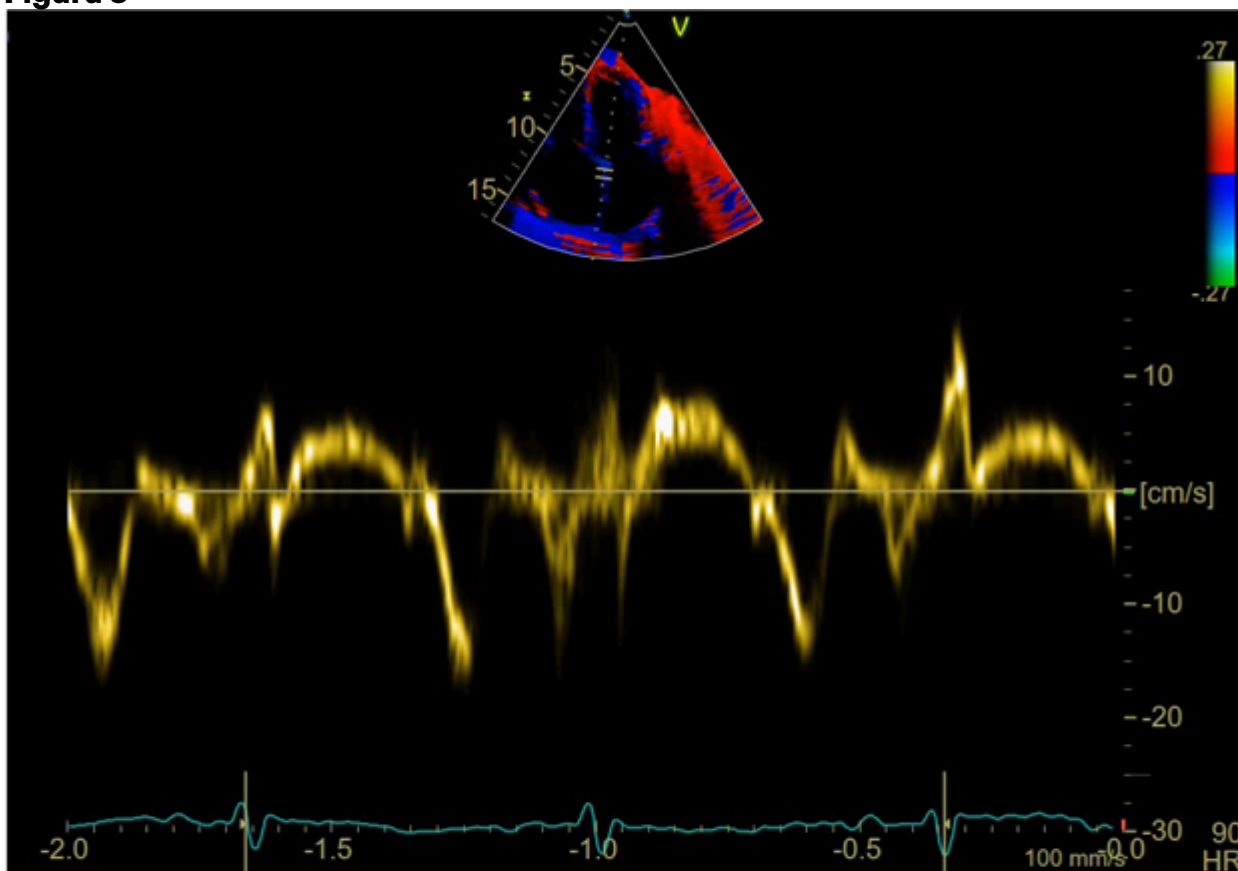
ETT, Doppler tisular. Onda e' mitral medial 17 cm/s. Un valor ≥ 9 cm/s es altamente sugestivo de PC y casi excluye miocardiopatía restrictiva (MCR).
